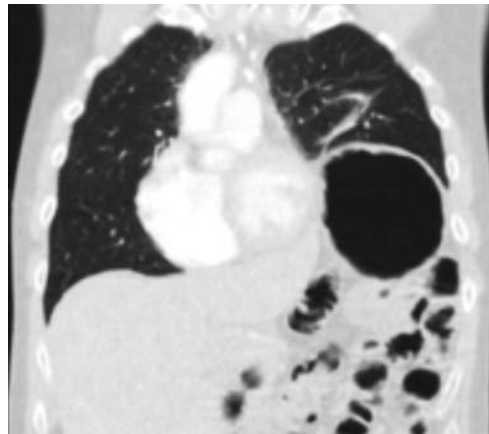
CT-Thorax im Liegen, frontale Rekonstruktion: Zwerchfelllähmung links, beachte die Verlagerung des Herzens und die Anhebung des mittleren Anteils des Zwerchfells.
